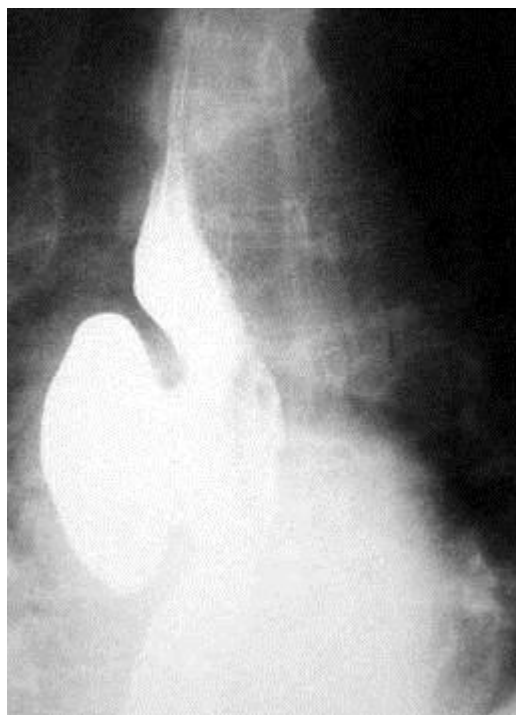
Дивертикул пищевода, рентгенограмма
